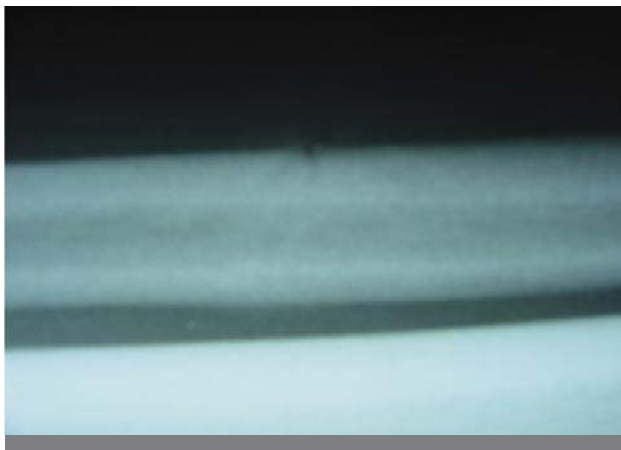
En esta radiografía simple se observa una línea de fractura sobre el peroné de un futbolista profesional.
